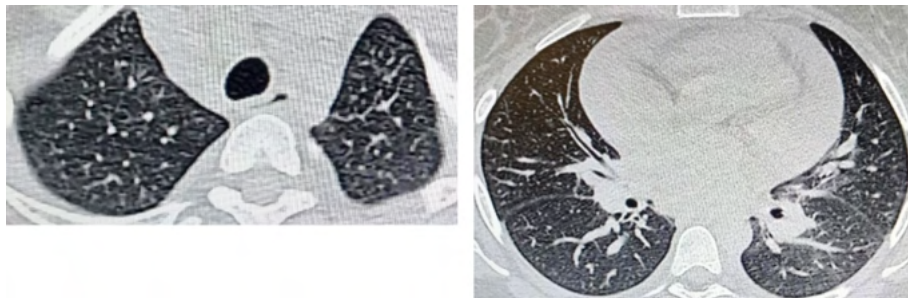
TC de tórax em janela pulmonar evidenciando espessamento de septos interlobulares e micronodulações.
